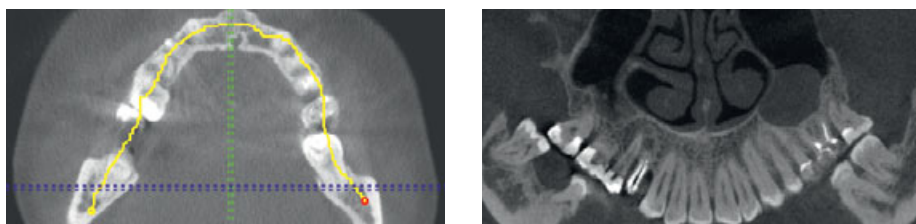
Построение с помощью инструмента «Искривленный», проходящее через зубной ряд верхней челюсти – тонкий срез, похожий на панорамную томограмму. Отчетливо визуализируются признаки хронического периодонтита зубов 1.4 и 2.7, а также киста левой верхнечелюстной пазухи
